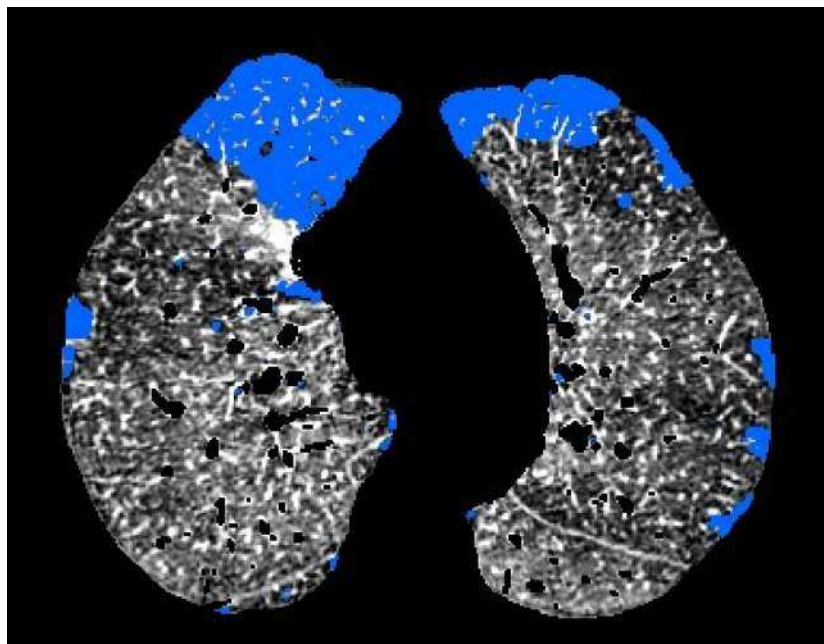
Mapa axial de yodo con desajuste perfusional relativo. Destaca que los mapas de yodo pueden mostrar alteraciones funcionales de la perfusión de forma más sensible que los cambios morfológicos en la TC convencional en ventana pulmonar. Cuantificación del desajuste perfusional mediante ROI. Cuantificación mediante dos regiones de interés: ROI 2: 6,51 $\mu\text{g}/\text{ml}$; ROI 3: 24,9 $\mu\text{g}/\text{ml}$.
